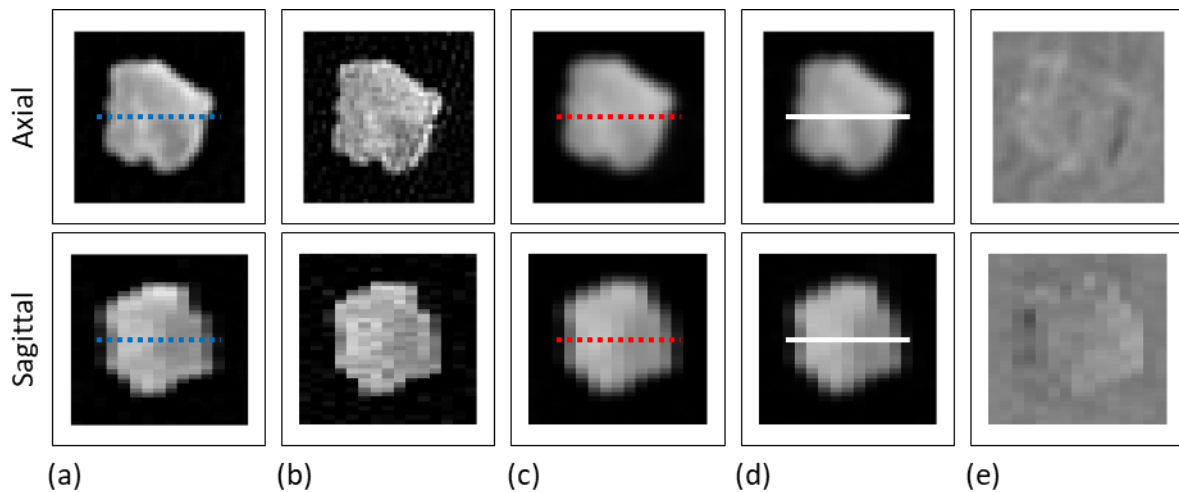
(a) Scanner A で撮影した Case 1 の自作模擬結節の CT 画像. (b) 画像(a)から算出した Nodule-like object function. (c) Scanner C の PSF と SSP を用いて Nodule-like object function から算出した realistic virtual nodule. (d) Scanner C で撮影した Case 1 の自作模擬結節の画像. (e) 画像(c)から画像(d)を引いた差分画像. (f) 画像(c), (d), (a)の点線における CT 値プロファイルをそれぞれドット, 実線, 点線で示す. 画像(a-d)は Window level = -750 HU, Window width = 500 HU であり, 画像(e)は Window level = 0 HU, Window width = 200 HU である. 比較のため, 全ての画像は同じ距離スケールで表示した.
